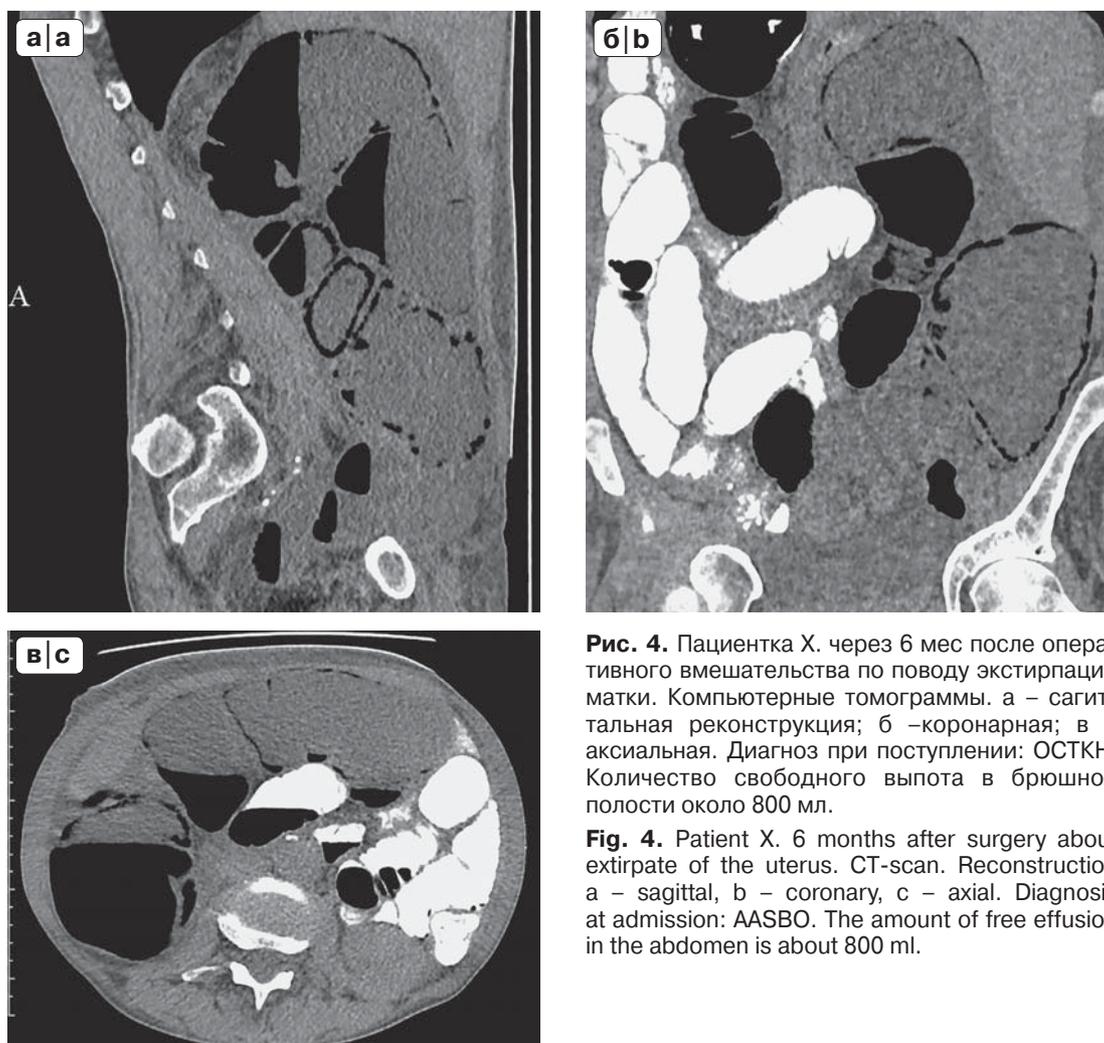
Пациентка X. через 6 мес после оперативного вмешательства по поводу экстирпации матки. Компьютерные томограммы. а – сагиттальная реконструкция; б – коронарная; в – аксиальная. Диагноз при поступлении: ОСТКН. Количество свободного выпота в брюшной полости около 800 мл.
